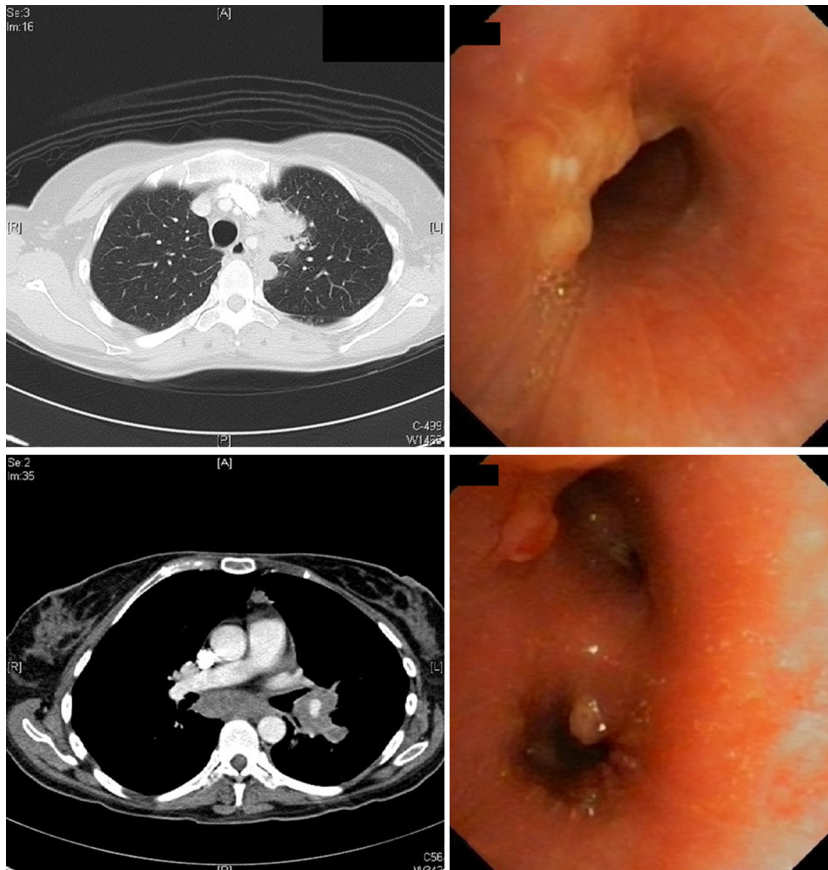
Imágenes de TAC y broncoscopia antes del tratamiento.
